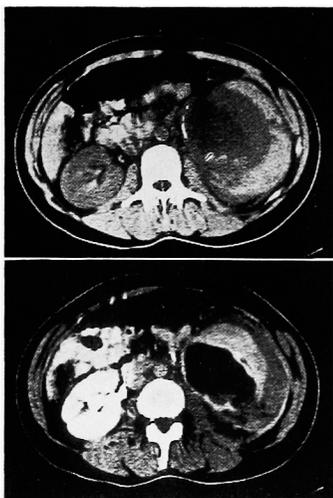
Plain CT (upper) and enhanced CT (lower) at admission reveal left perirenal hematoma and discontinuous parenchyma.
